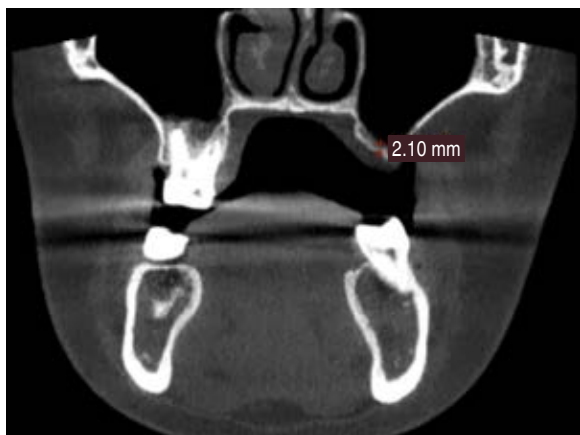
Tomografía computarizada de haz cónico inicial, donde se cuantifica la altura del remanente óseo con el software Nemetec.
